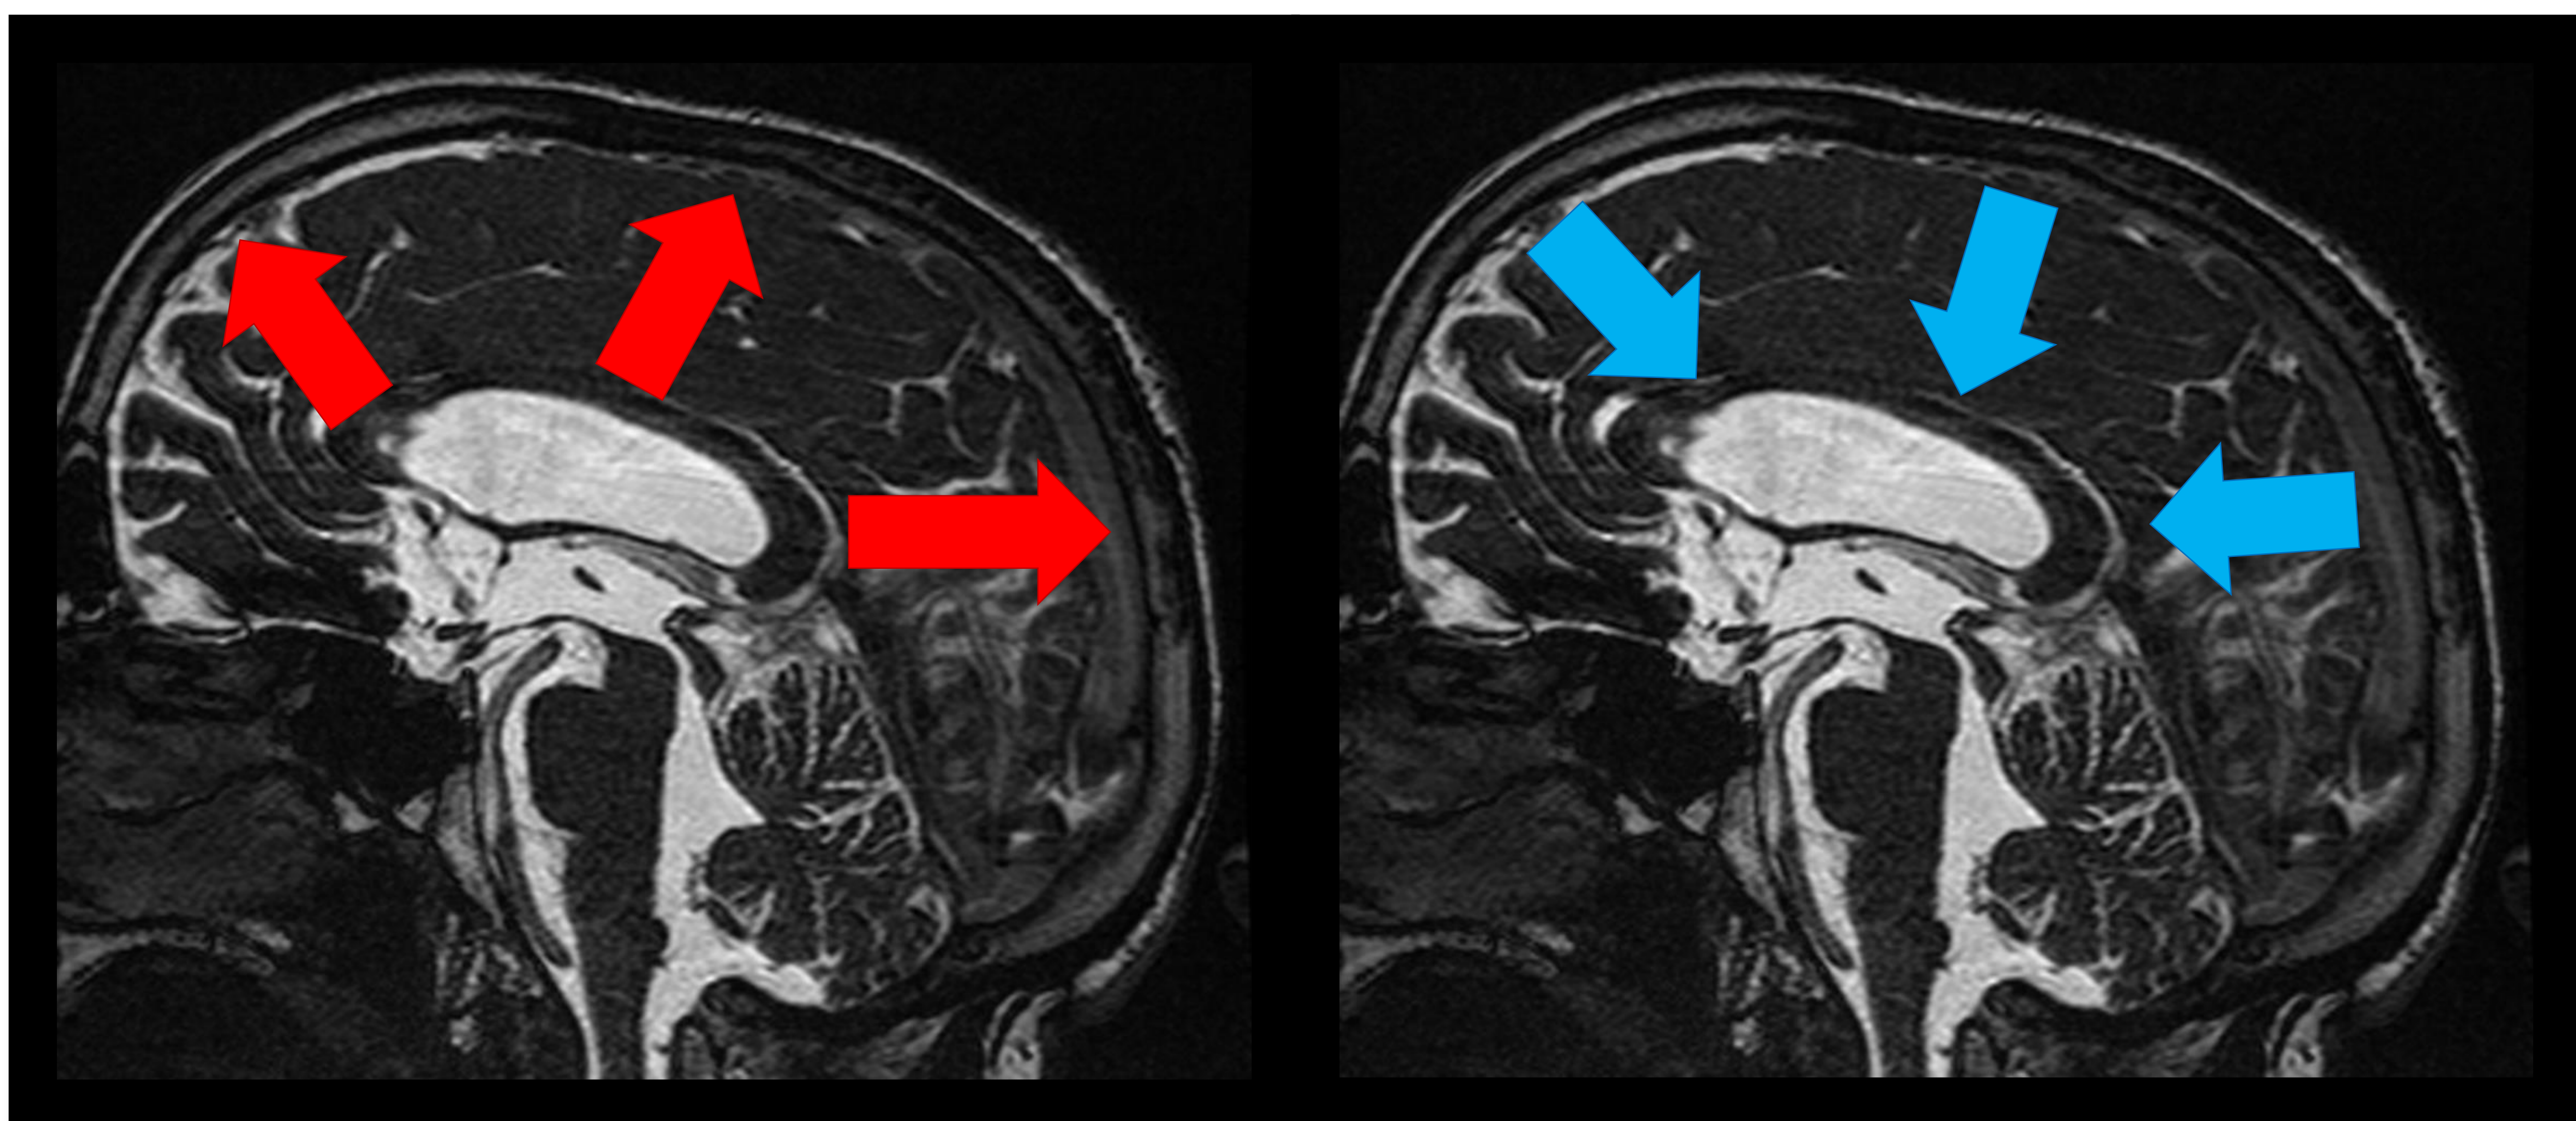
Representación de la expansión (a) y contracción (b) cerebral en sístole y diástole arterial sobre RM en secuencia FIESTA en plano sagital de línea media cerebral.
